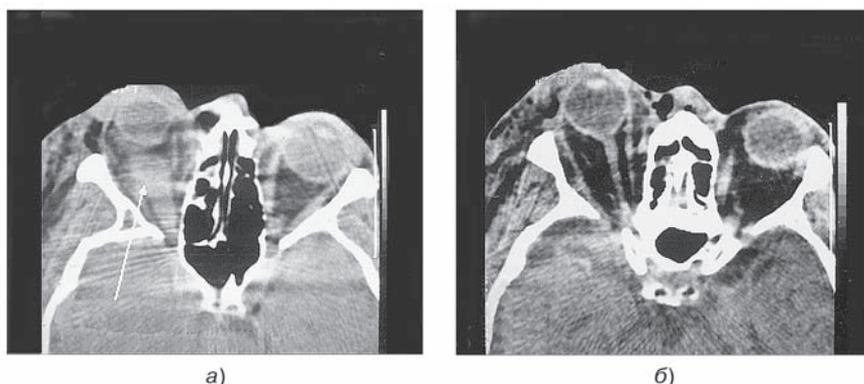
Компьютерная томограмма лицевого отдела черепа в аксиальной плоскости на уровне верхнеглазничных щелей (а) и зрительных нервов (б) пострадавшего Р. через 4,5 часа после контузии (удар кулаком) по левой глазничной области. На первом срезе (а) за глазом определяется овальной формы с четкими и ровными контурами патологическое образование (*стрелка*) плотностью 43 НУ — ретробульбарная гематома. На другом срезе (б) заметно оттеснение глазного яблока имеющейся гематомой кпереди (экзофтальм). Зрительный нерв выпрямлен и вытянут, физиологический изгиб его отсутствует.
